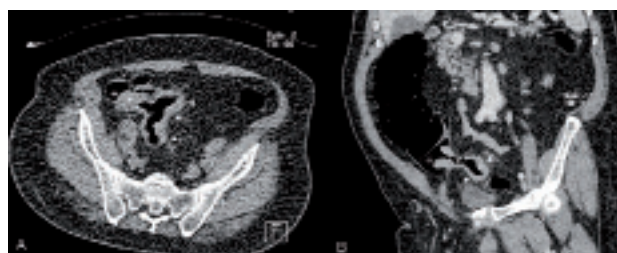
A: TC colonografía en decúbito prono. Engrosamiento parietal en un segmento largo de sigma (flechas) con una masa (\*) que se extiende hasta el ciego (+). B: TC colonografía en decúbito supino con contraste iv. Plano coronal oblicuo. Se observa una fístula (\*) entre el sigma con la pared engrosada (flechas) y el ciego (+)
